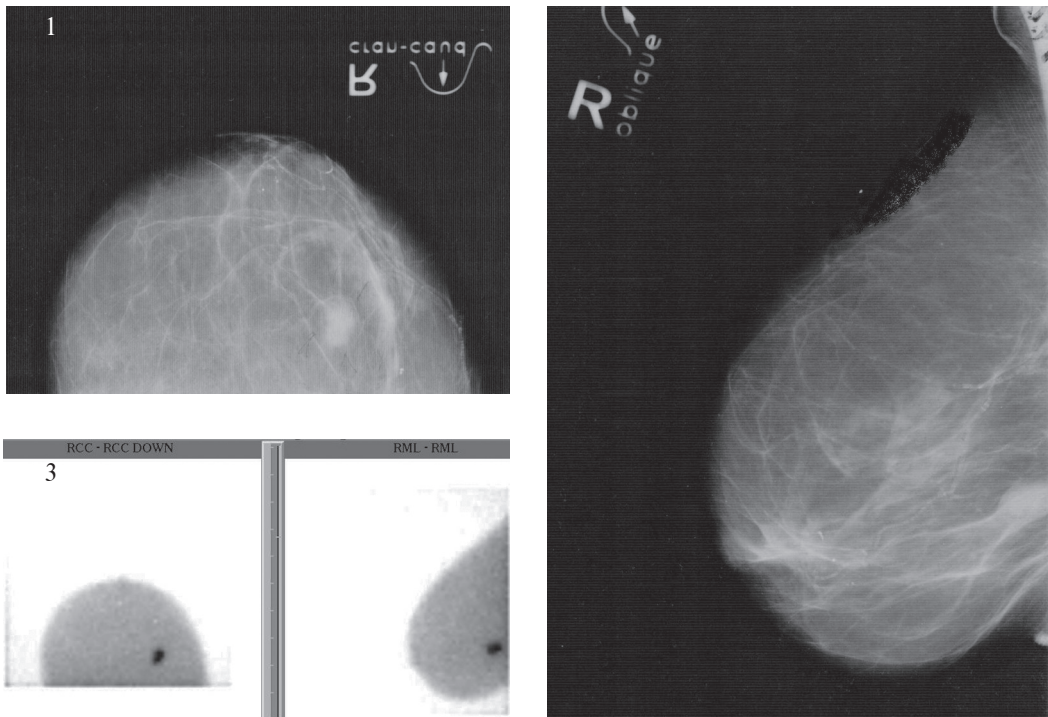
Исследования правой молочной железы (МЖ) пациентки А. 70 лет: 1 и 2 — рентгеновская маммография; 3 — маммосцинтиграфия; R — правая МЖ; CC — краниокаудальная проекция; ML — медиолатеральная проекция. Заключение по планарной сцинтиграфии МЖ: в верхненаружном квадранте правой МЖ очаговая гиперфиксация радиофармпрепарата размером 1,2×1,0 см злокачественного характера.
